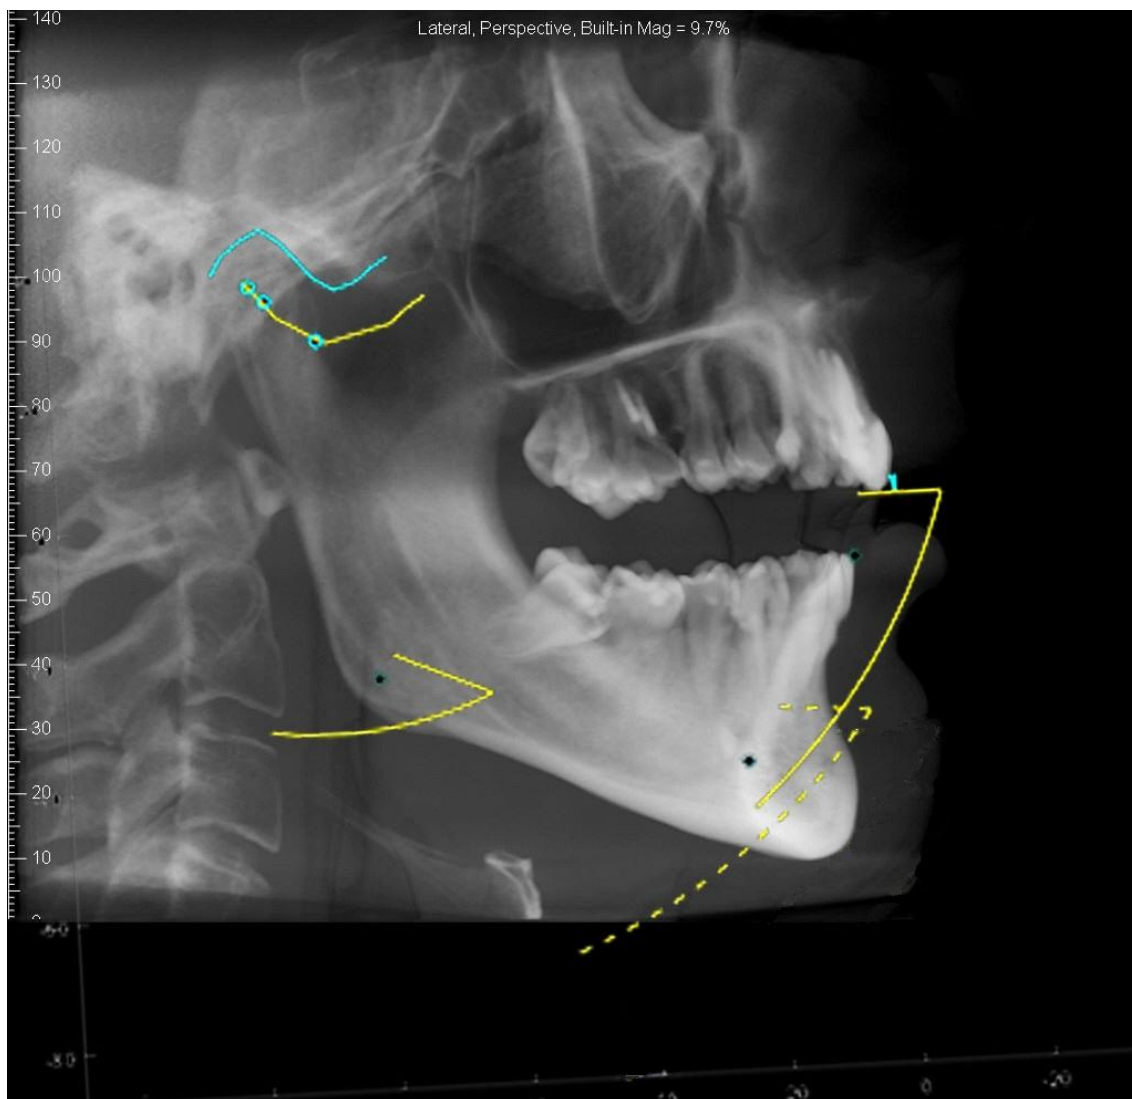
Resultados de las curvas de contacto y anterior sobre la radiografía del sujeto.
